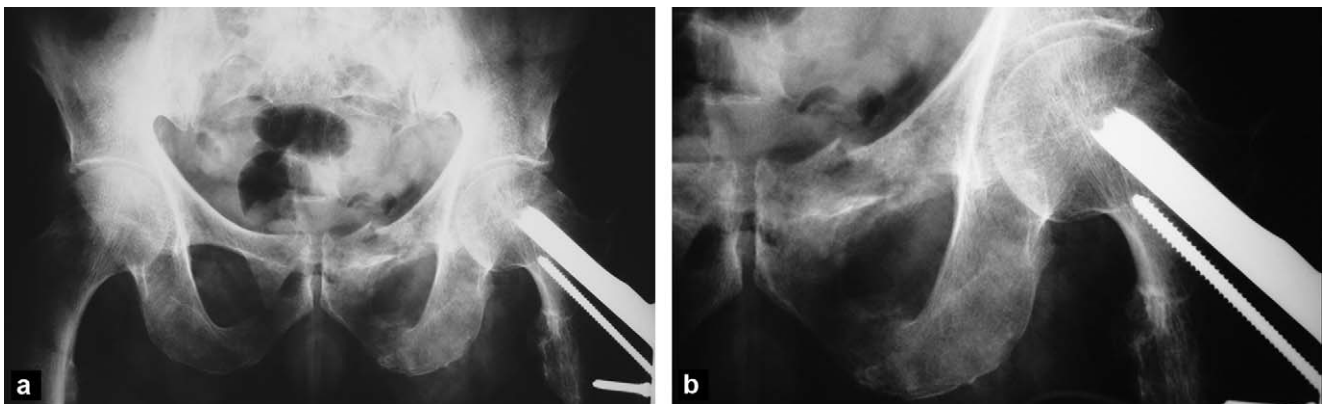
Fracture de la branche ilio-pubienne gauche chez un patient ayant une prothèse de hanche. a et b : radiographies de face montrant une fracture des branches ilio-pubienne et ischio-pubienne gauches. C'est le décroché de la corticale supérieure de la branche ilio-pubienne qui facilite le diagnostic positif. Visibilité du cal de réparation de la branche ischio-pubienne.
